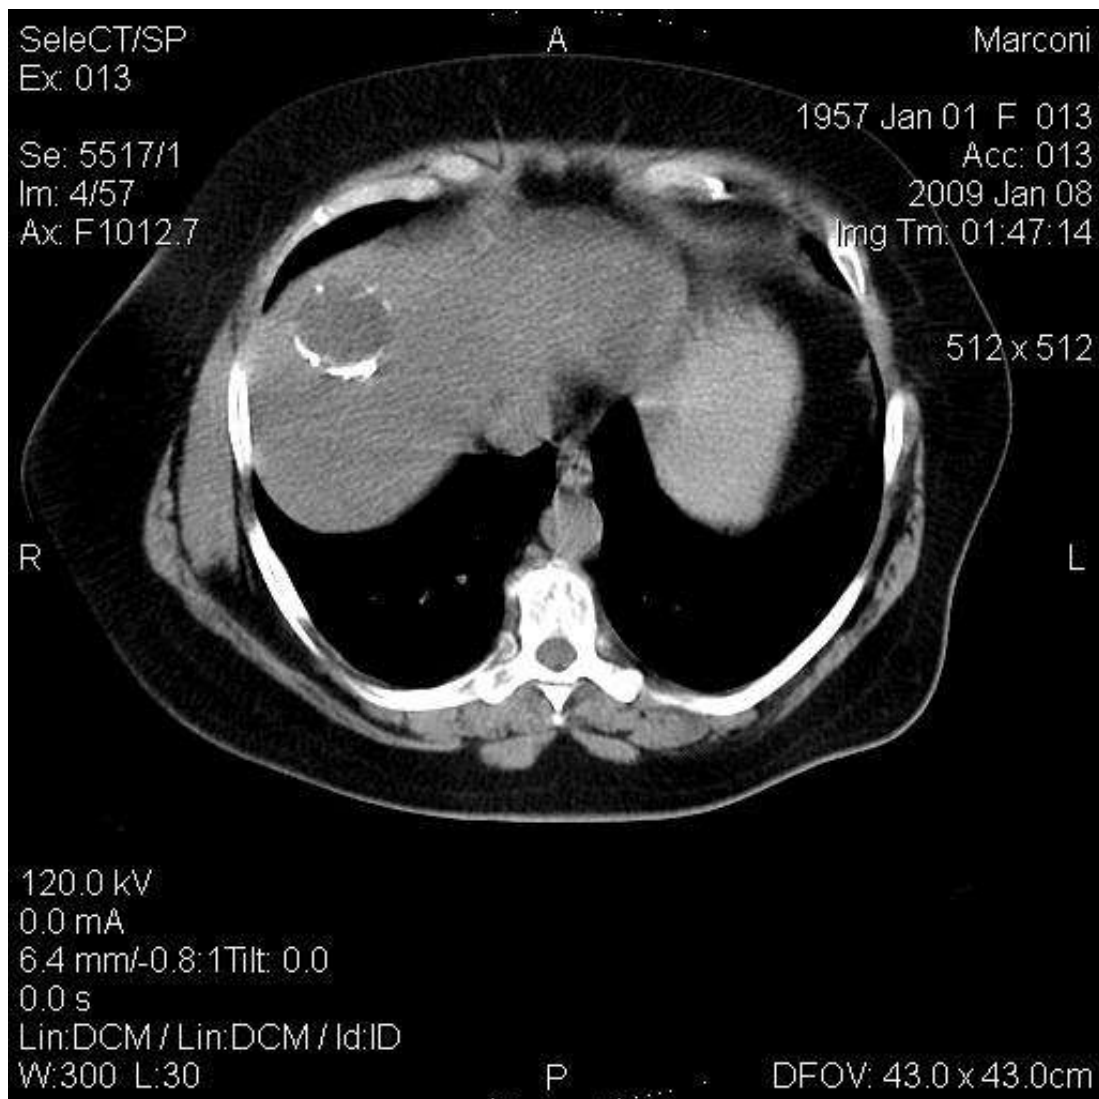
КТ-ознаки ехінококової кісти печінки, VIII сегмент правої долі печінки, об'ємне утворення 43,5x37,0x48,0 мм (хворий Ш., 52 років).
